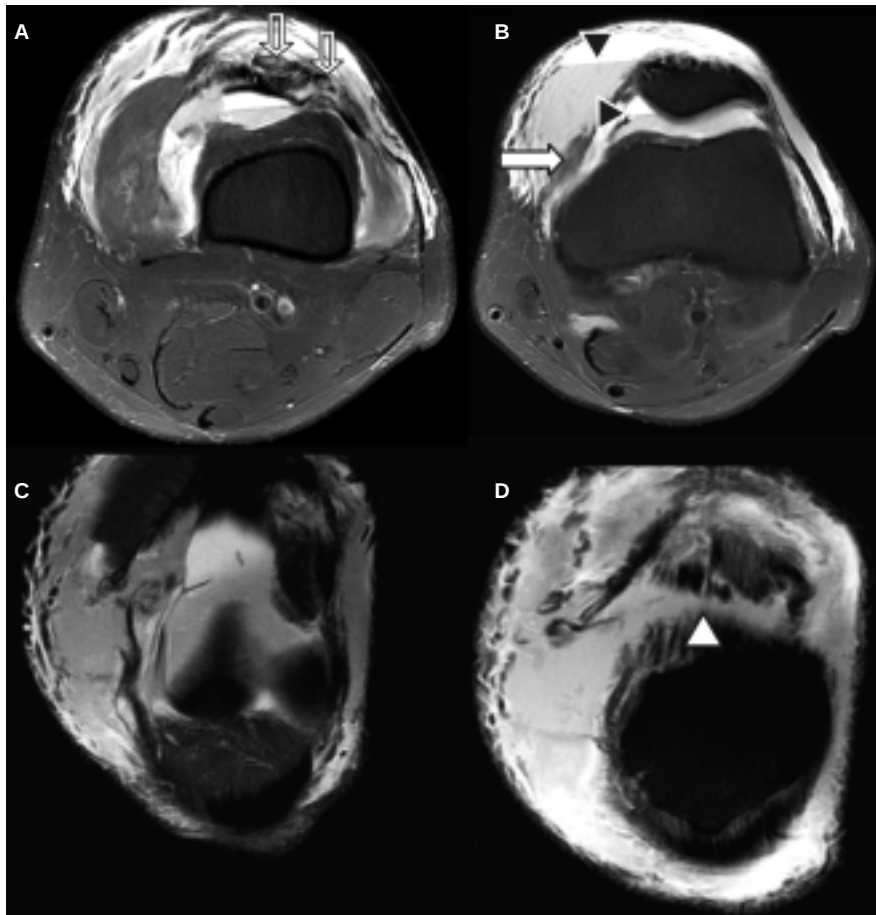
Imágenes axiales (A y B) y coronales (C y D) de resonancia magnética en ponderación DPFS. A y B. Discontinuidad de las fibras de inserción femoral del retináculo patelofemoral medial (flecha blanca) así como de la porción superficial del tendón cuadricepsal previo a su inserción patelar (flechas huecas). Existe hemartrosis representada por la formación del nivel líquido-líquido y hematoma de gran volumen en los tejidos blandos superficiales (cabezas de flecha negras). C y D. Parte del hematoma mencionado y delimita claramente la zona de interrupción del tendón cuadricepsal previo a su inserción patelar (cabeza de flecha blanca).
